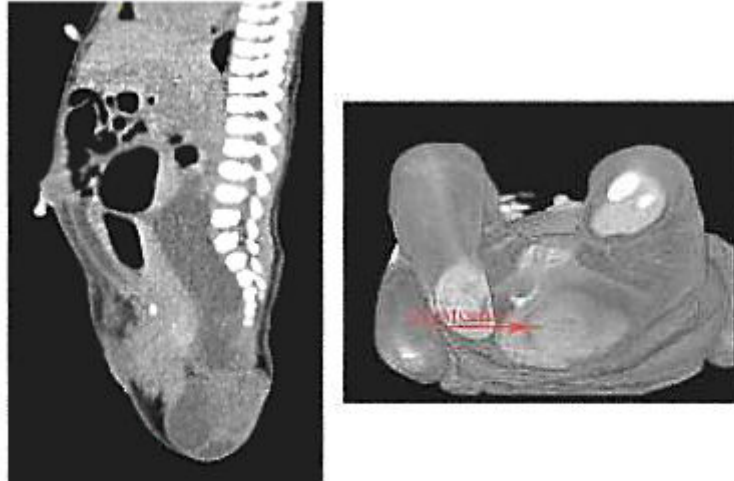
Imágenes obtenidas mediante tomografía axial computarizada. A) Vista lateral. B) Otra vista del teratoma.
